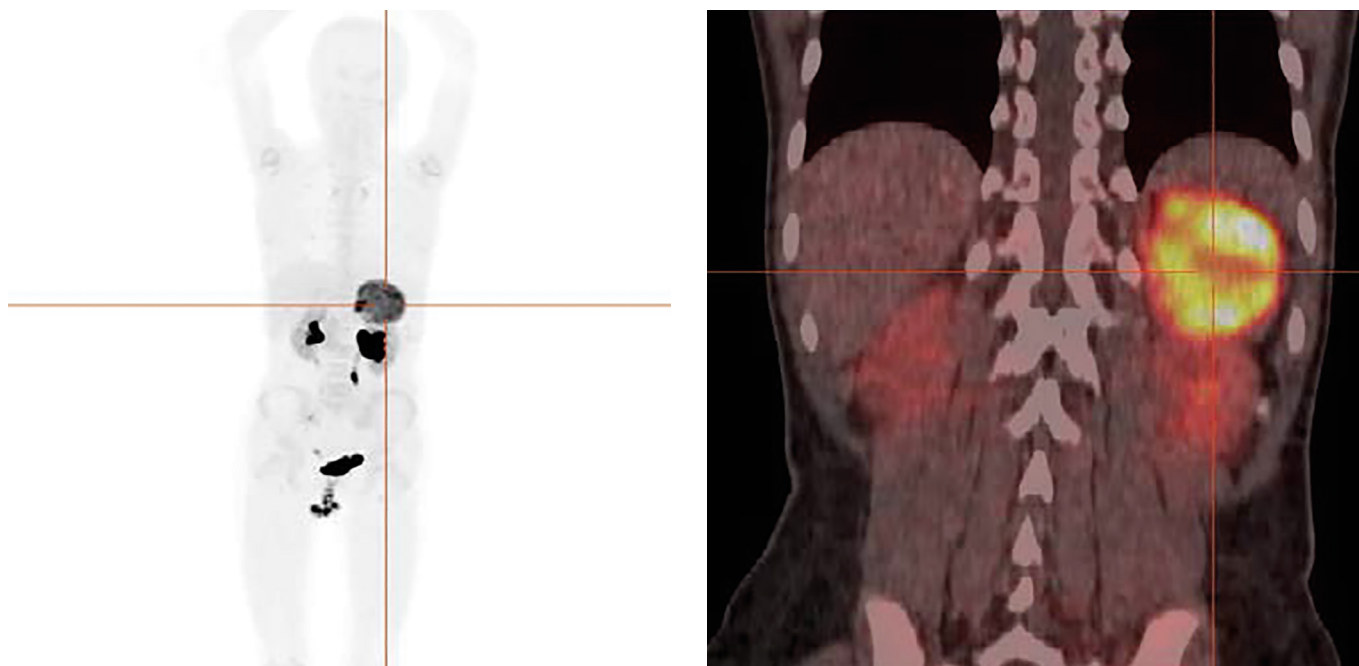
ПЭТ/КТ всего тела с 18F-ДОФА. В левом надпочечнике визуализируется ДОФА-позитивное образование размерами 105х67 мм и SUVmax=8,85, с выраженной неоднородной структурой за счет многочисленных разнокалиберных участков жидкостной плотности. Данных за наличие других патологических очагов нет.
